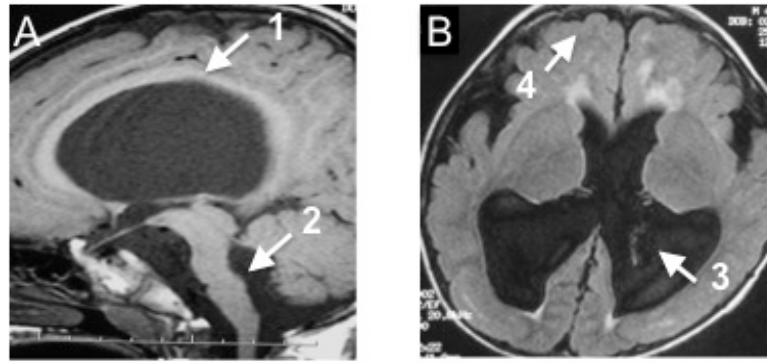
Resonancia magnética del paciente MEB. (A) Imagen sagital potenciada en T1 evidenciando ausencia parcial del cuerpo calloso [1] y adelgazamiento del tronco cerebral con un borde posterior cóncavo [2]. (B) Imagen de resonancia magnética axial FLAIR mostrando ventriculomegalia [3] y paquigiria bihemisférica de predominio frontal [4].
